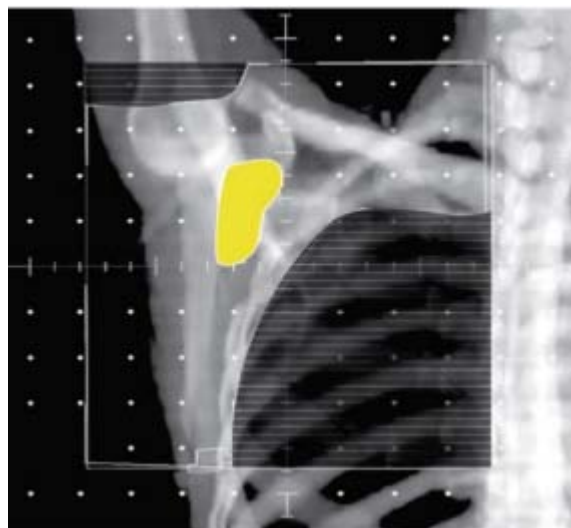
Radiographie reconstruite numériquement illustrant un champ axillaire atteint avec des contours tomодensitométrique des ganglions lymphatiques axillaires atteints. [178]
